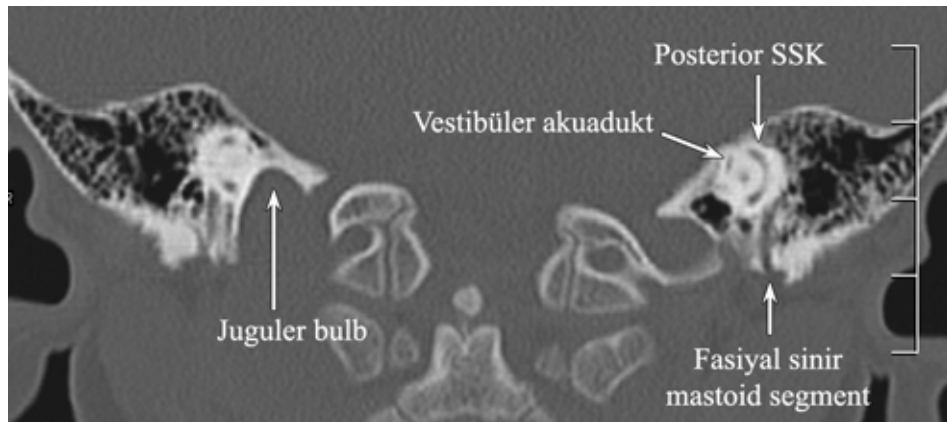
Temporal kemiğin yuvarlak pencere seviyesinden geçen koronal BT kesiti.
